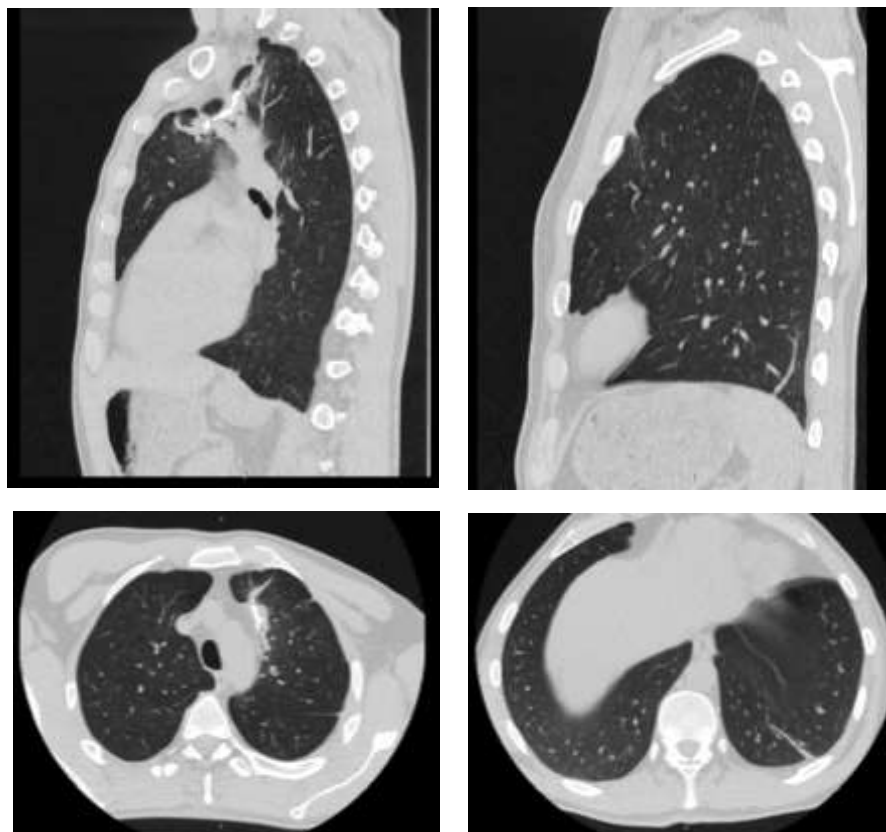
МСКТ ОГК больного Т., 34 лет, через 34 месяца после операции
